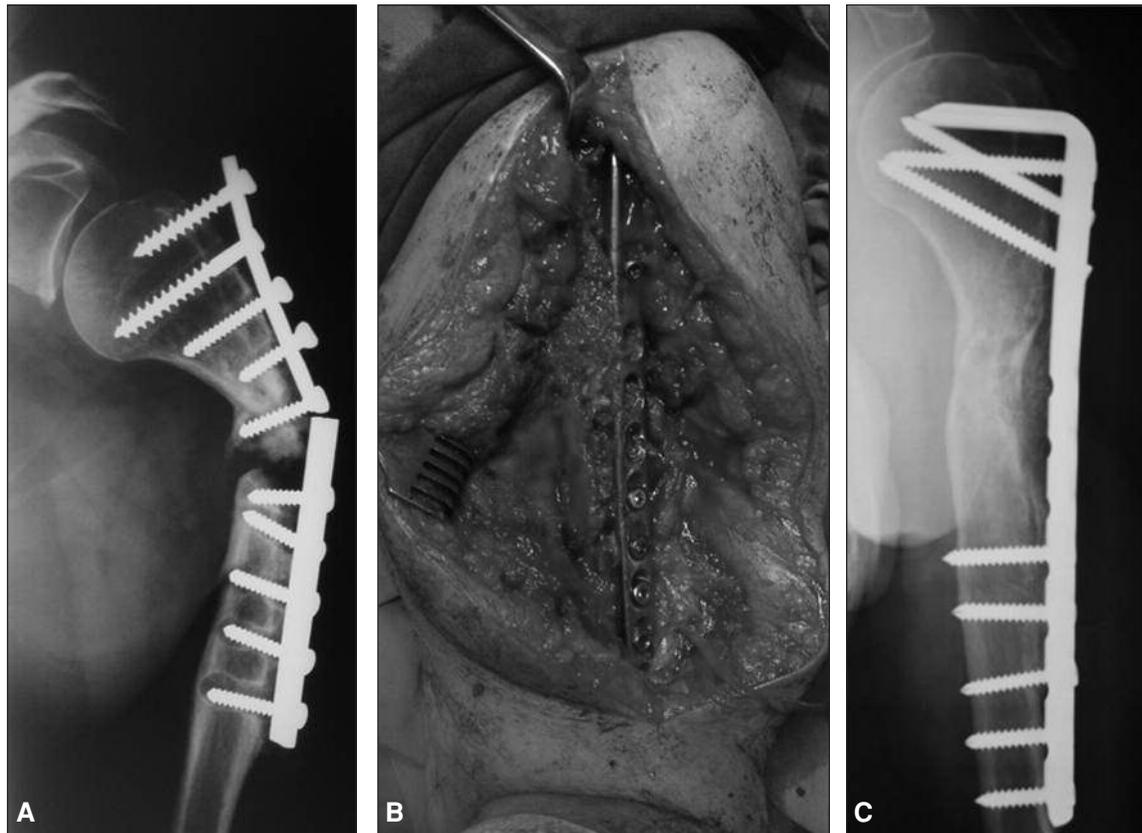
A. Radiografía preoperatoria. Paciente de 78 años, con tres cirugías previas, osteosíntesis fallida, pérdida ósea y necrosis. B. Clavo-placa bloqueado asociado con aloinjerto molido con antibiótico. C. Radiografía del último control que evidencia la consolidación.
